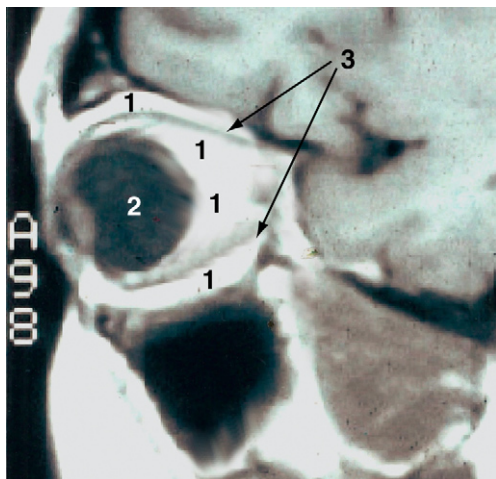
Sección de RM en el plano sagital de la cavidad orbitaria, en la que se observa las localizaciones de la grasa periorbitaria (1) en relación con el globo ocular (2) y con los músculos extrínsecos del globo ocular (3).
